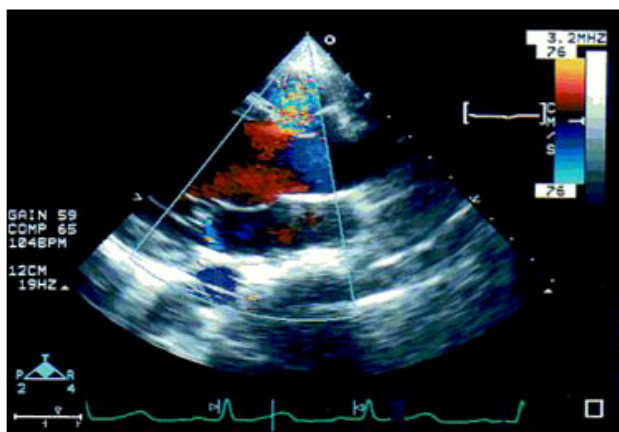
On presentation, trans-thoracic echocardiography showed a subarterial ventricular septal defect of 3 mm diameter from parasternal long axis view.
